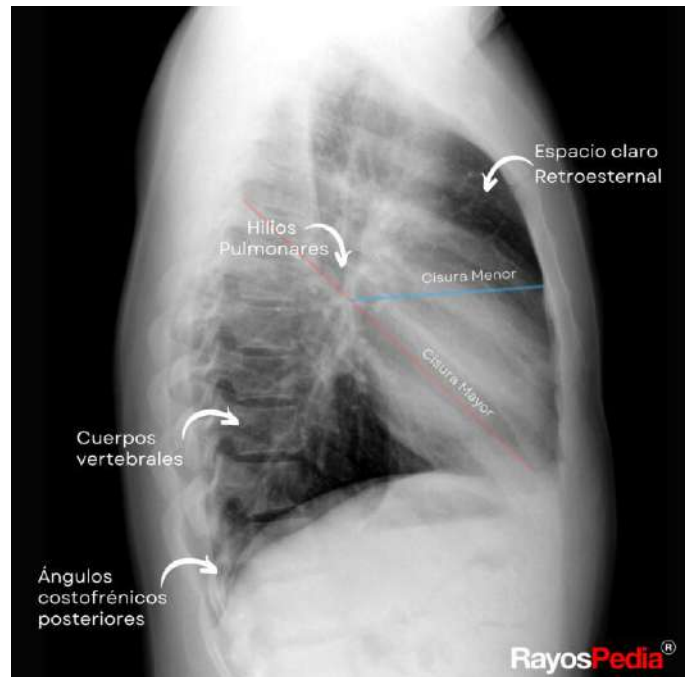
Puntos clave en la radiografía lateral.
